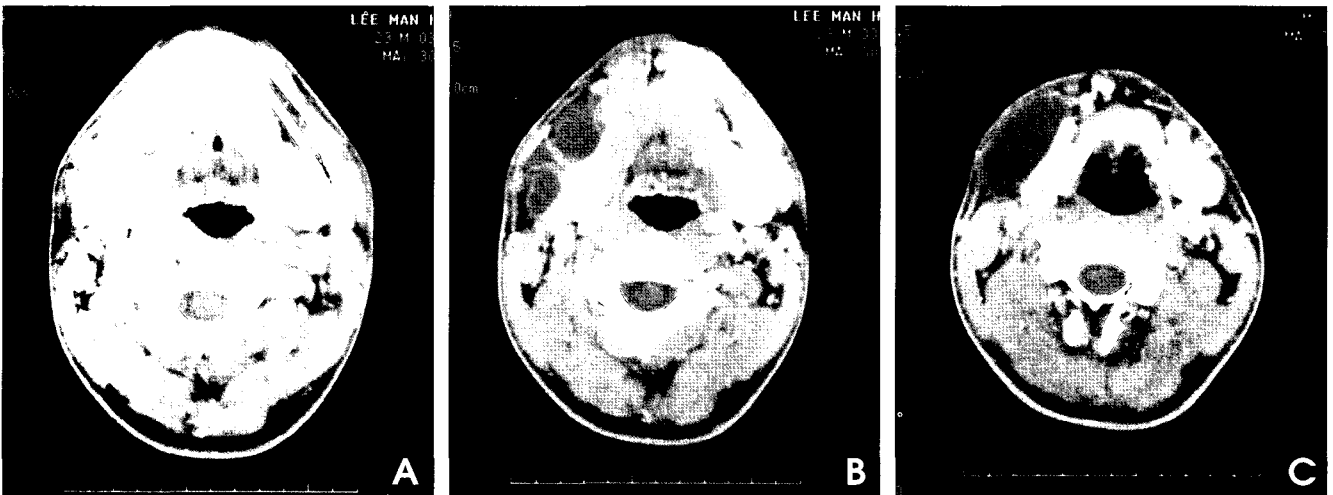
A. Irregular enhancement at anterior portion of the lesion can be seen with thin internal septum enhancement. B, C. Contrast-enhanced axial CT images show no internal enhancement with thin rim enhancement.
